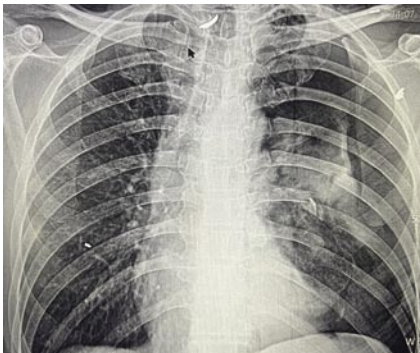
Пациент Т., 50 лет. Рентгенограмма груди. Огнестрельные переломы 7, 8, 9 ребер слева. Левосторонний пневмоторакс.
